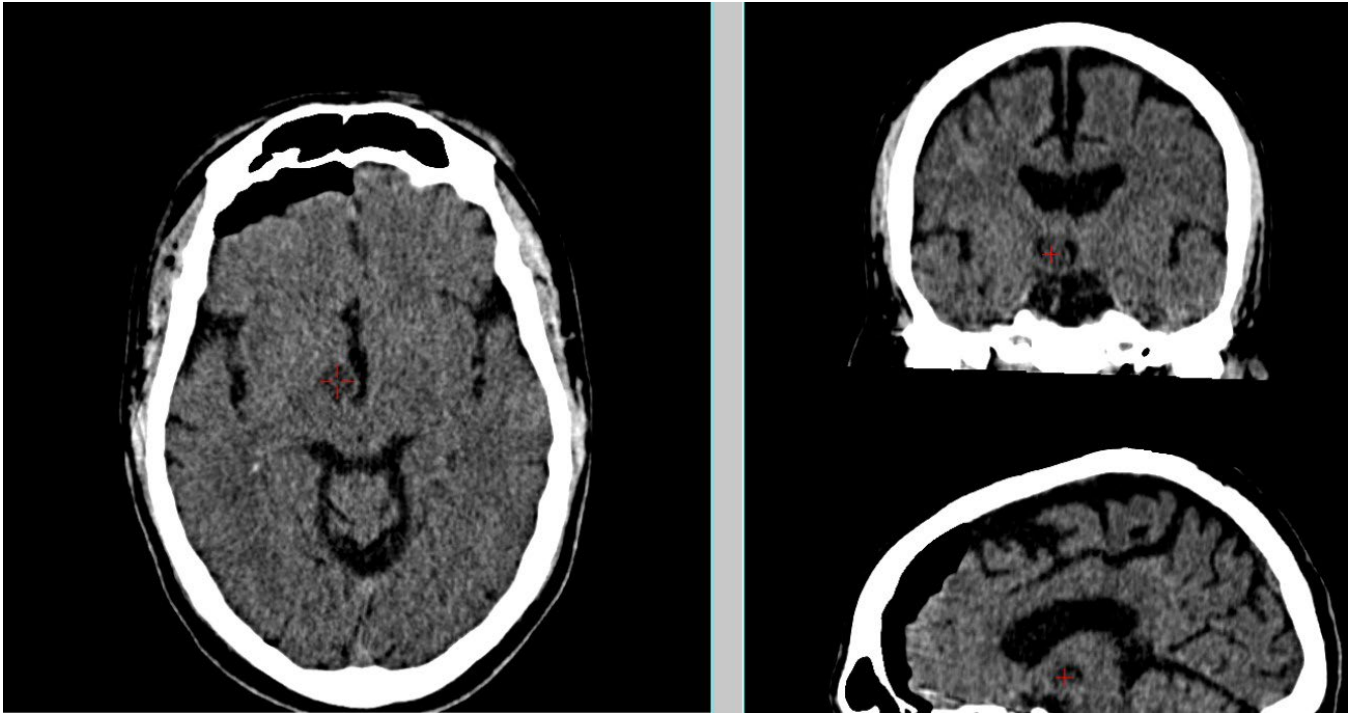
TC de control donde se observa el área de las múltiples lesiones por radiofrecuencia.
